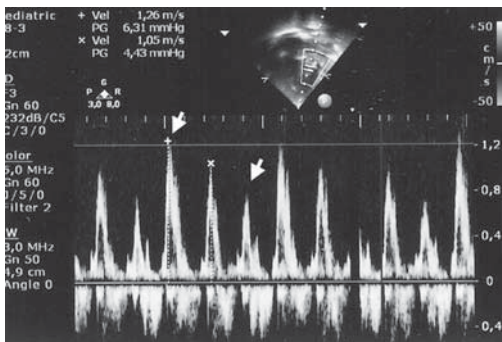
Ecocardiografía con Doppler de la válvula mitral. La velocidad de la onda E tiene grandes variaciones en relación con el ciclo respiratorio (flechas). En condiciones normales existe una pequeña variación de la velocidad con el ciclo respiratorio, siendo un poco menor en inspiración que en espiración. Cuando el derrame pericárdico compromete el llenado ventricular esta diferencia se hace más grande porque durante la inspiración, al aumentar el retorno venoso en el lado derecho, el tabique interventricular abomba hacia el lado izquierdo, limitando el llenado ventricular, disminuyendo la velocidad de la onda E mitral, el gasto cardíaco y la tensión arterial. Es el concepto de pulso paradójico.
